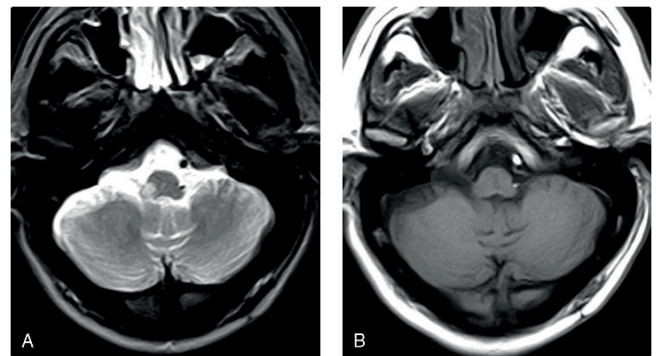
Imagem de RM axial do bulbo evidenciando infarto lateral direito. (<http://radiopaedia.org/articles/brainstem-stroke-syndromes>).
